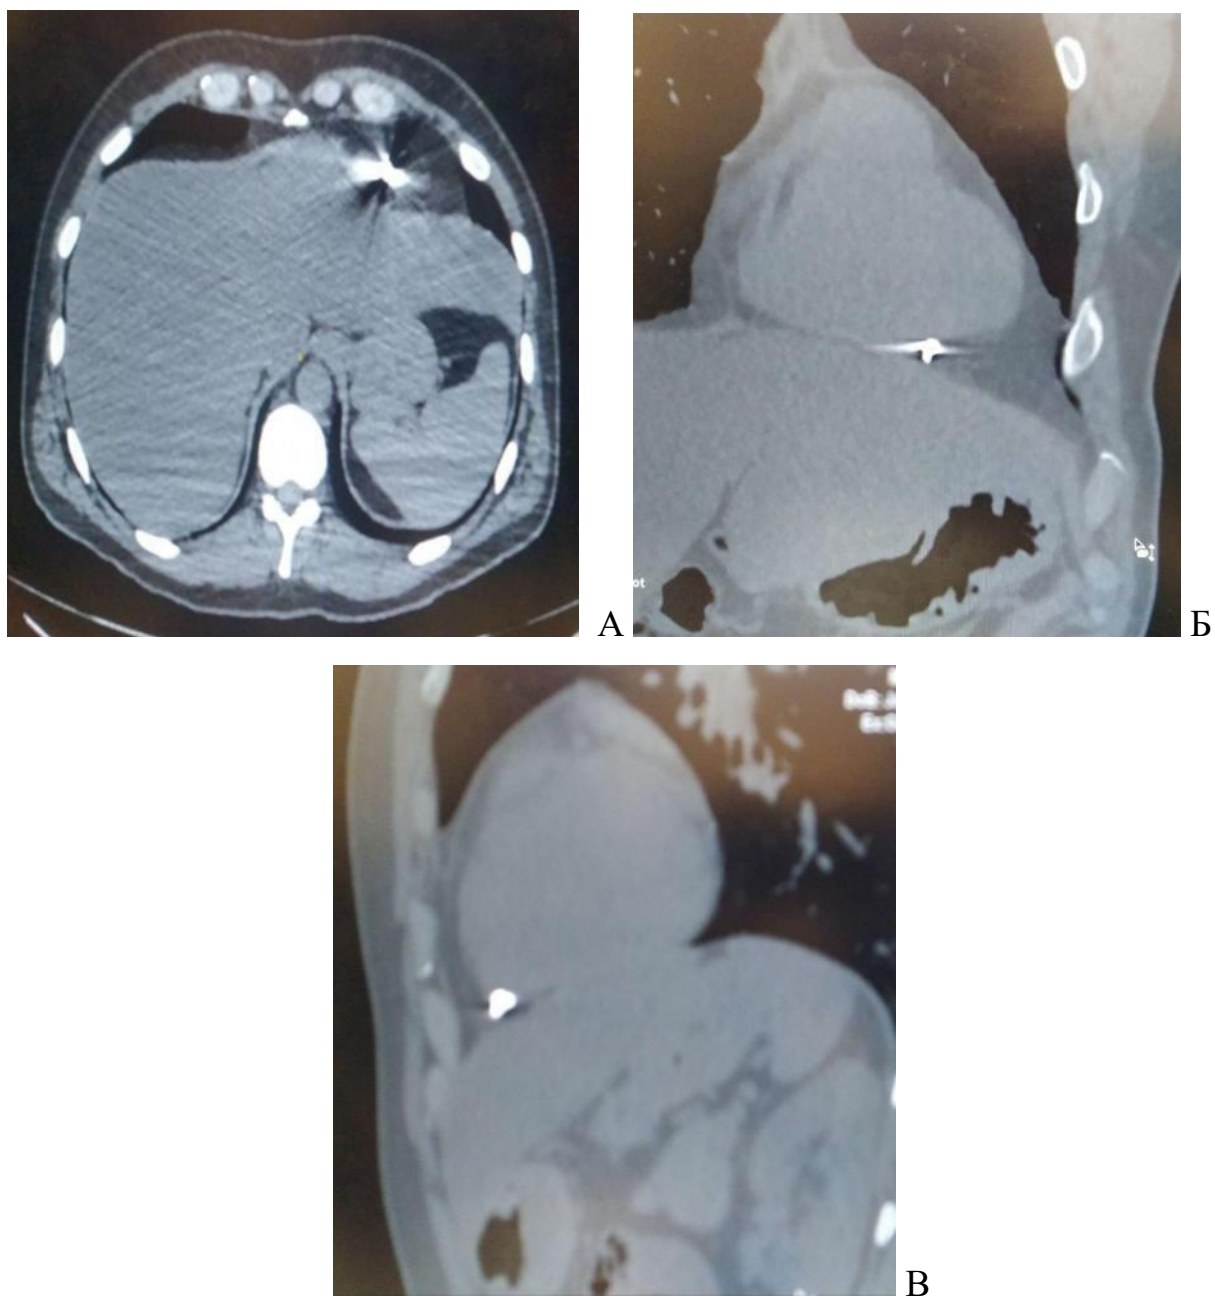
МСКТ грудей та живота пораненого Г., 47 років, перша доба після поранення. Металевий осколок в просвіті перикардiальної сумки: А – аксіальна проекція; Б – коронарна проекція; В – сагітальна проекція.
